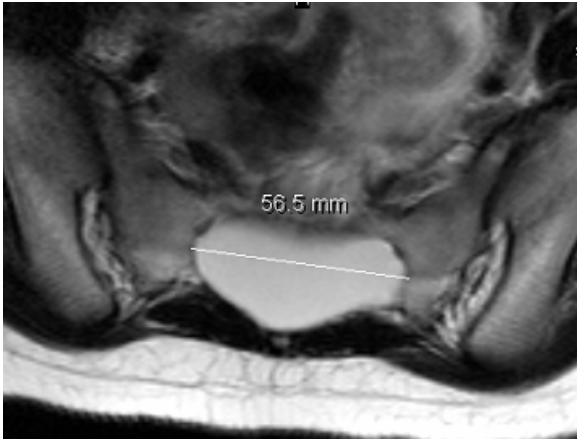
durale Ektasie im MRT
